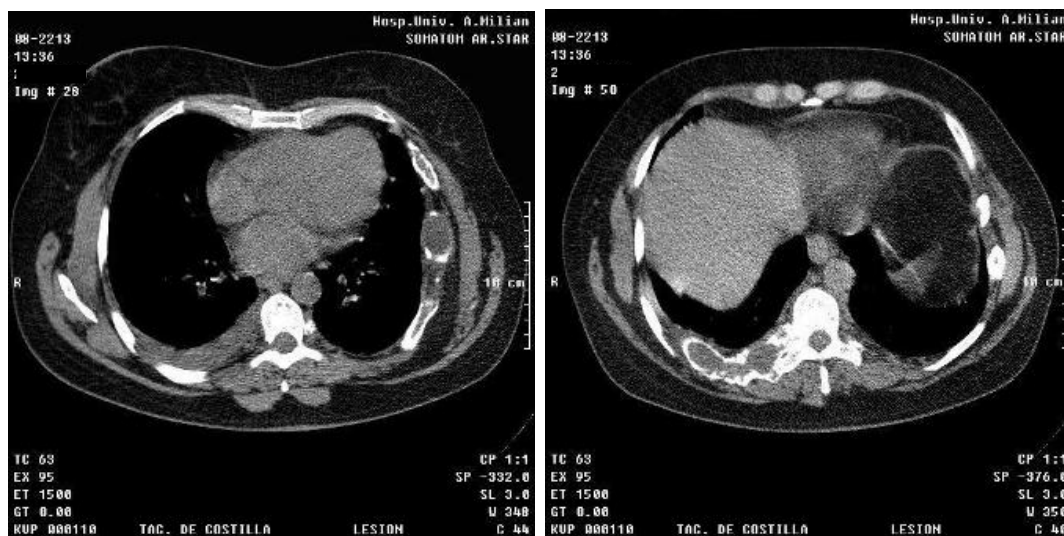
TAC de pulmón: expansión e insuflación de los arcos costales posteriores y medios de la novena costilla del lado derecho, así como de la quinta y la sexta costillas del lado izquierdo con numerosas áreas quísticas trabeculadas que recuerdan la imagen en pompa de jabón
